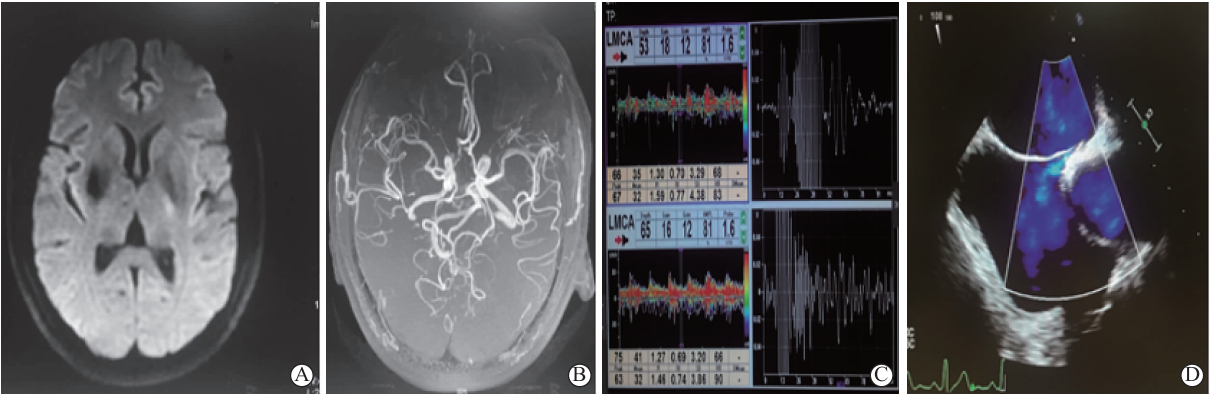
A为病例2的头颅DWI显示左侧内囊后肢高信号灶;B为病例2的头颅MRA显示颅内动脉多发狭窄;C为病例2的经颅多普勒超声发泡实验(TCD)显示发泡实验阳性;D为病例2的经食道心脏彩超显示卵圆孔未闭
